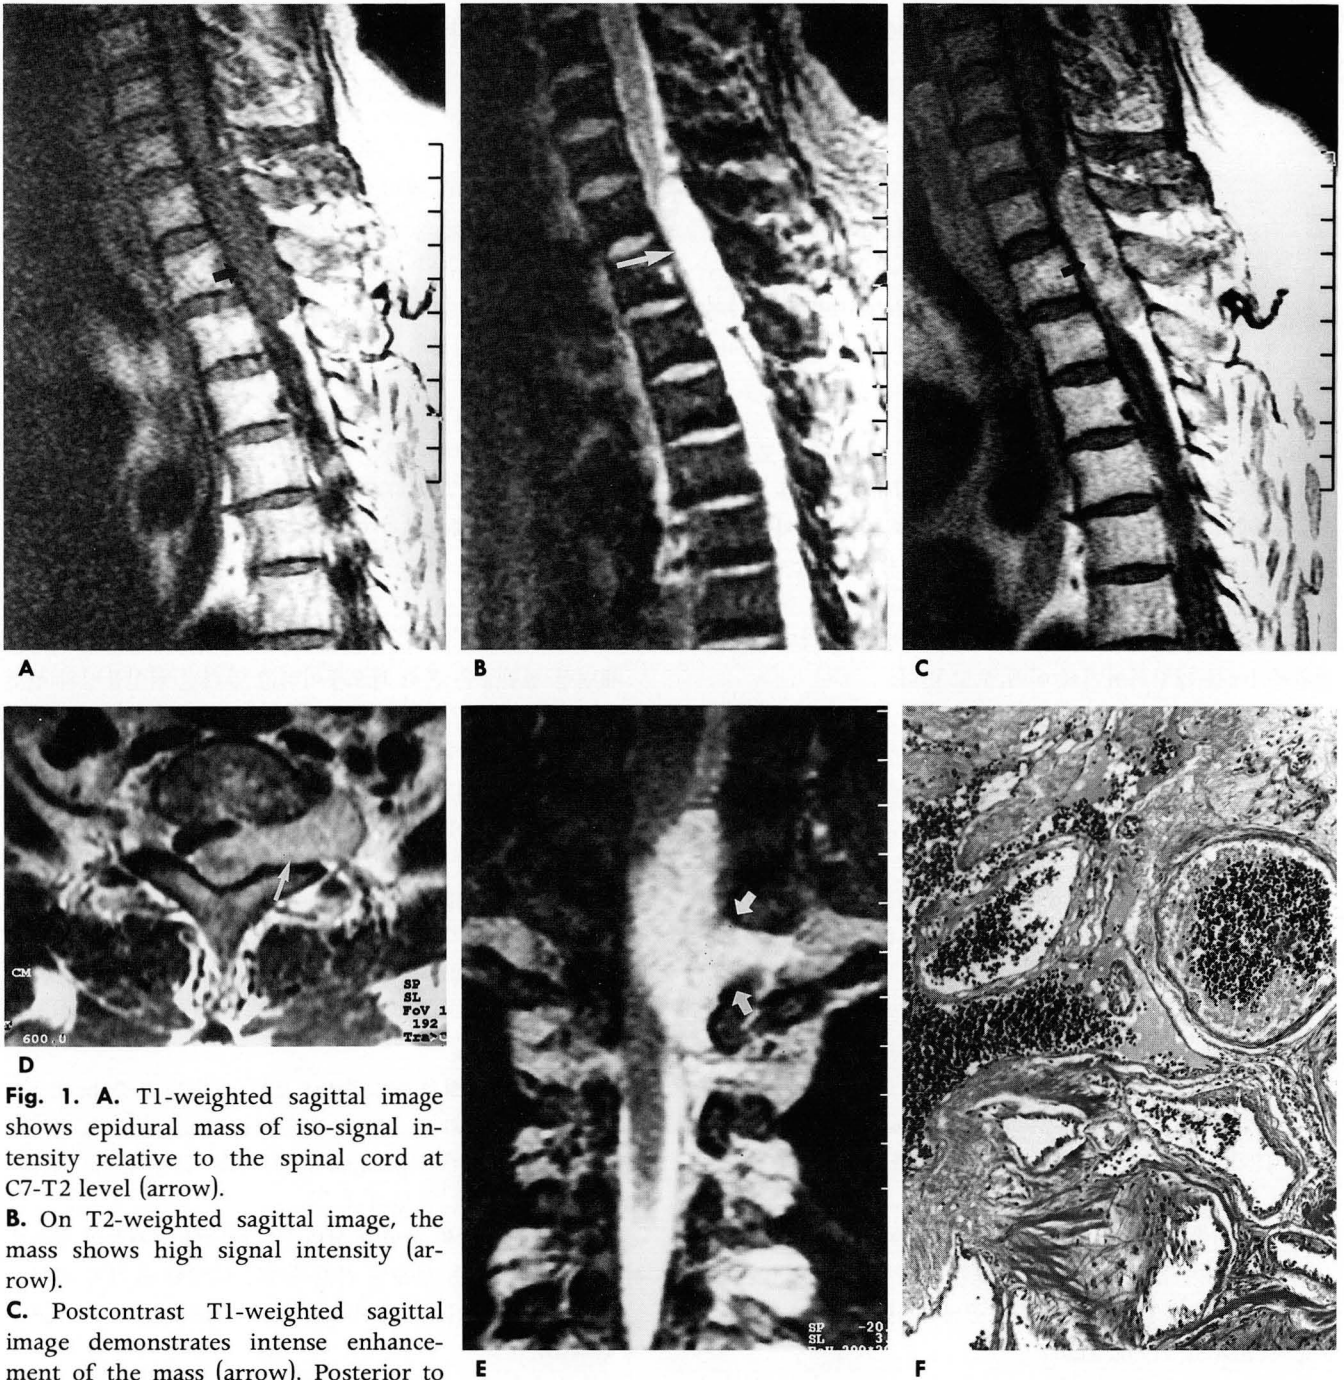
A. T1-weighted sagittal image shows epidural mass of iso-signal intensity relative to the spinal cord at C7-T2 level (arrow).
